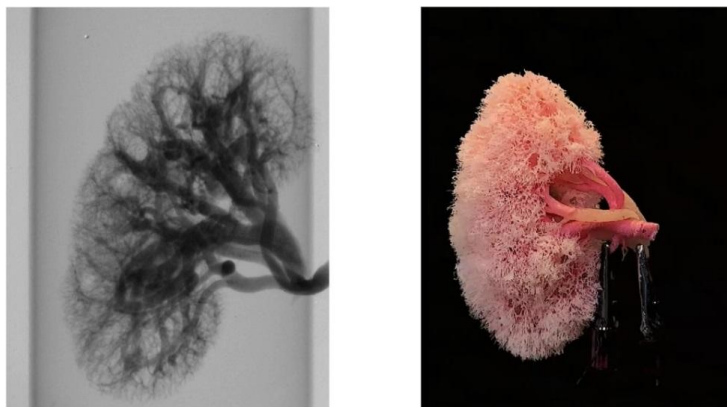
Внутриорганный артериальный русло почки: а) рентгенограмма б) коррозионный препарат
